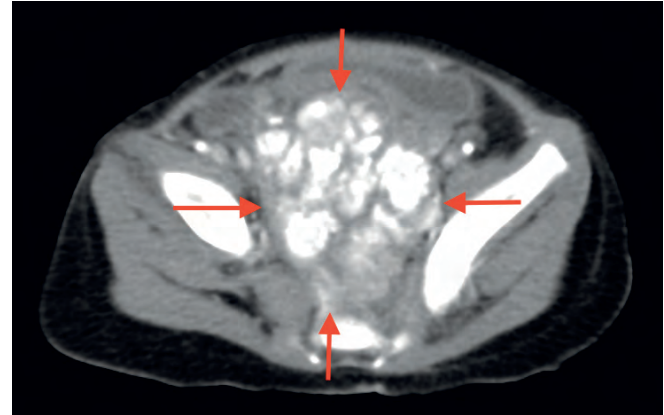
КТ органов малого таза после 6 курсов ПХТ: на КТ-изображении отмечается положительная динамика в виде уменьшения объемного образования малого таза с $71 \times 83 \times 101$ (объем – $309,5 \text{ см}^3$) до $64 \times 63 \times 81$ мм (объем – 170 см^3)
